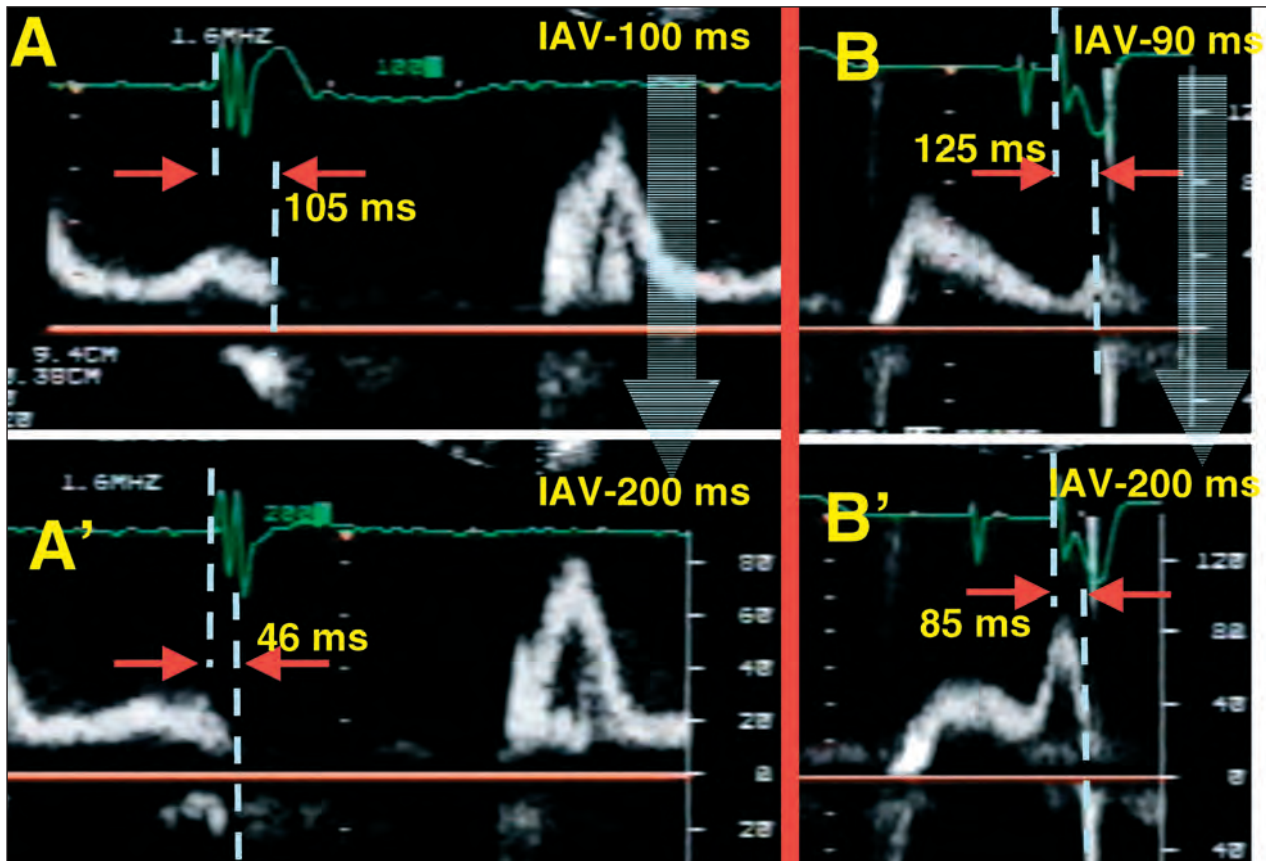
Cálculo do intervalo AV ótimo (IAVo) proposto por Ritter et al.³⁹, em que se mensura o intervalo de tempo entre a espícula do marcapasso e o término da onda A ao Doppler do fluxo mitral (intervalo QA) em duas situações: com intervalo AV curto, no qual a onda A do fluxo mitral é atenuada e abruptamente interrompida pela sístole ventricular (A e B); e com intervalo AV longo, encurtando o tempo para o fechamento mitral e permitindo a definição clara do término da contribuição atrial ao fluxo mitral (B e B'). O IAVo calculado foi de 141 ms para o caso A e 160 ms para o B (IAVo = IAV longo - (QA curto - QA longo). IAV = intervalo atrioventricular.
